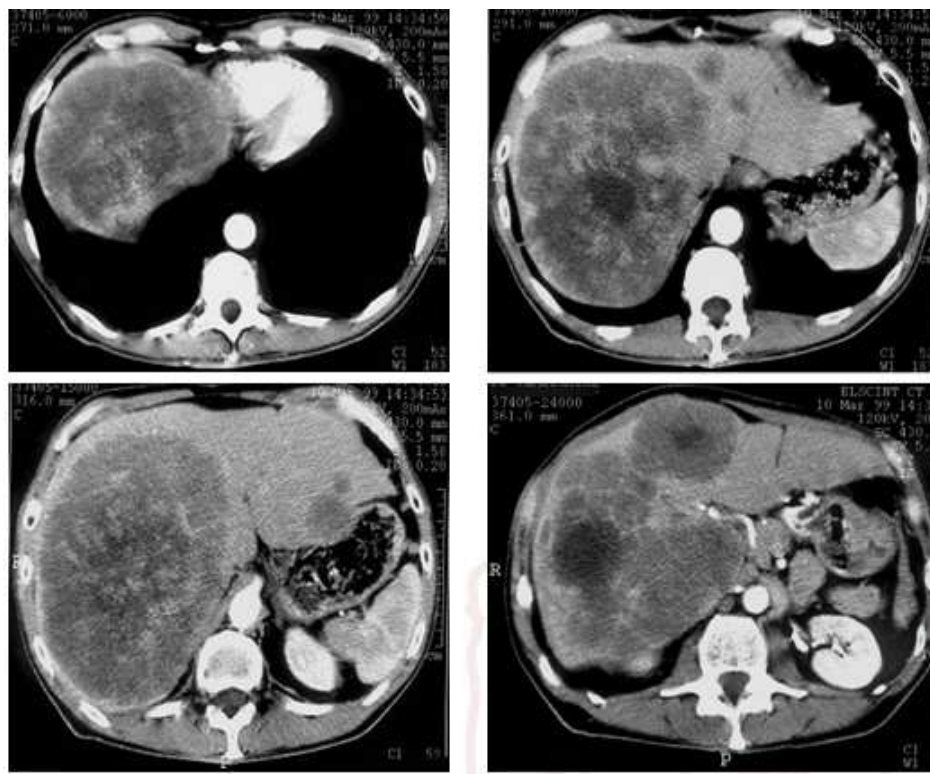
TDM Abdominale montrant des métastases hépatiques du cancer colique.
